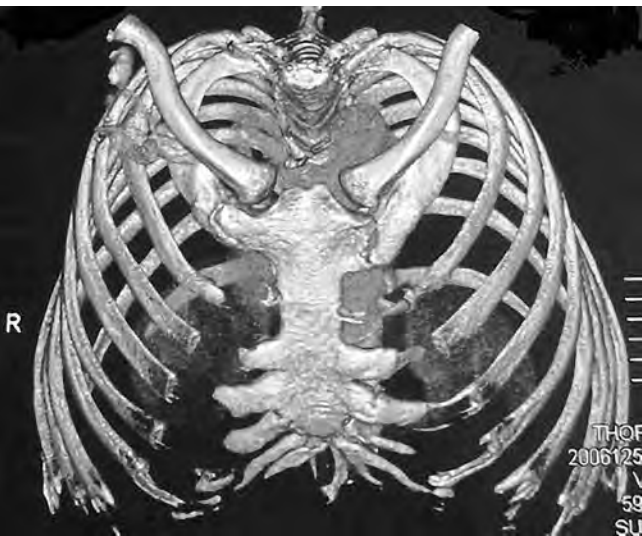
3D CT of thoracal bones, soft tissue density and lytic lesions were seen bilaterally in 1st sternocostal joints and in right side of xiphoid.
